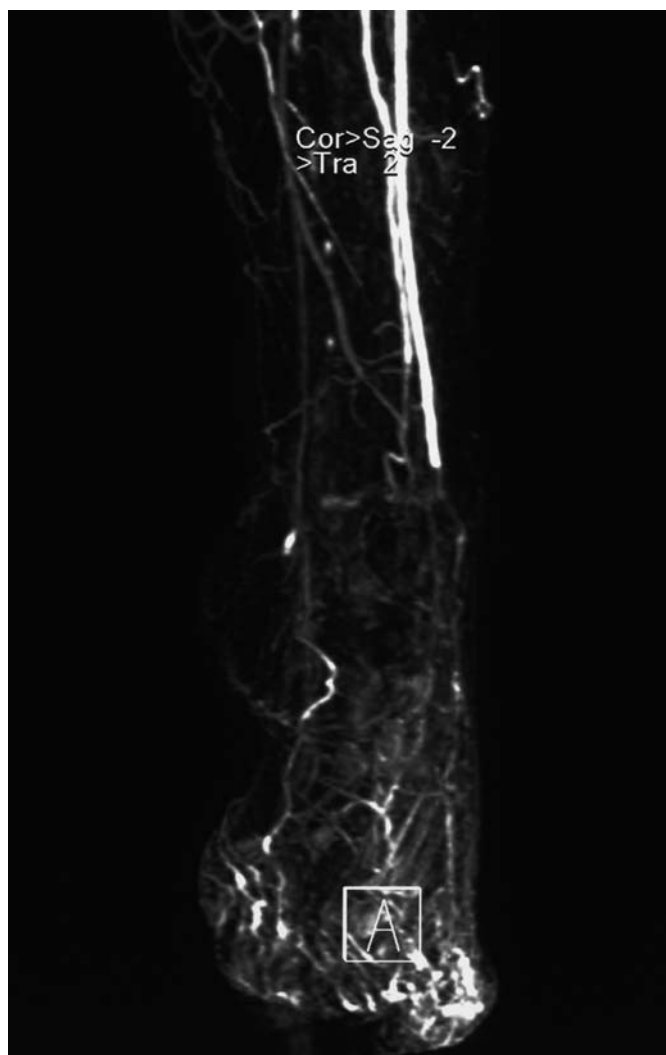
Angioresonancia de MMII: Obstrucción brusca aparentemente aguda de arteria tibial anterior a la altura de la articulación del tobillo, en la transición entre la misma y la arteria pedia.
